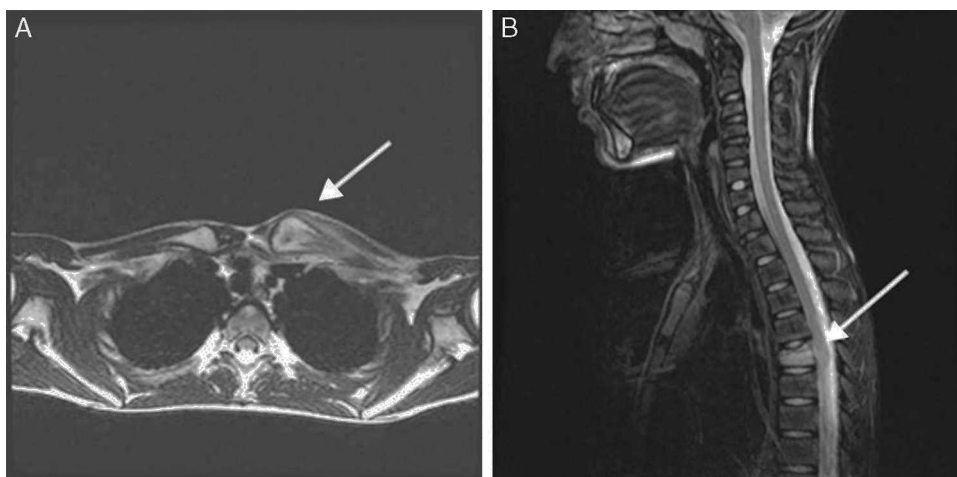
A) RM de clavícula: osteomielitis y absceso subperióstico del extremo proximal de la clavícula izquierda. B) RM de columna: acuñamiento de D6 con edema intraesponjoso, con participación del anillo fibroso del disco intervertebral D5-D6.
